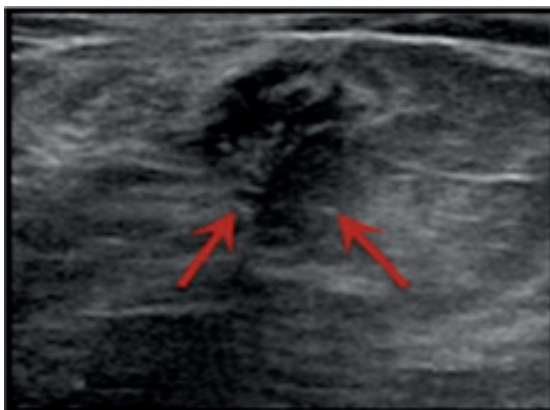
УЗИ молочной железы: уплотнение ткани ввиду диффузного пропитывания (отмечено стрелками)
